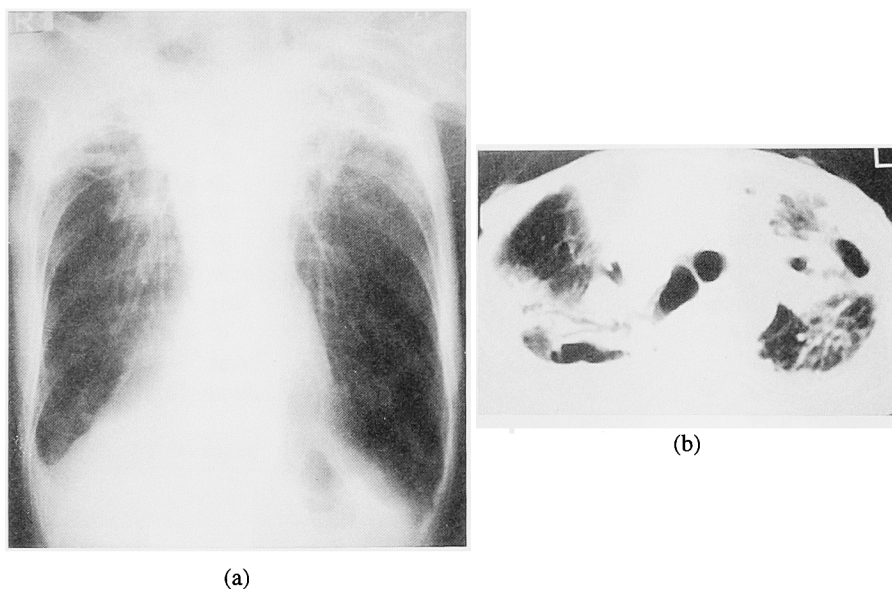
Chest radiograph (a) on second admission (July 1995) showing significantly increased areas of an infiltrative shadow in left upper lung fields. CT images (b) on second admission showing cystic change in both lung fields accompanied with subpleural consolidation and bronchiectasis. Emphysematous bullae are also present in both lung fields.
